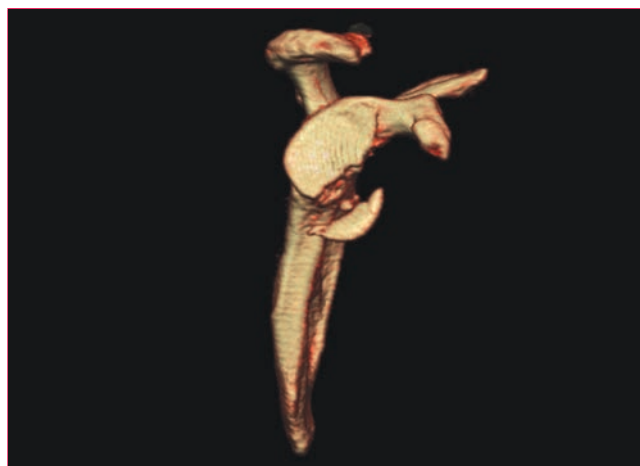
La reconstrucción tridimensional mediante tomografía computarizada sagital del hombro permite valorar con toda precisión esta fractura de la cavidad glenoidea con desplazamiento.
